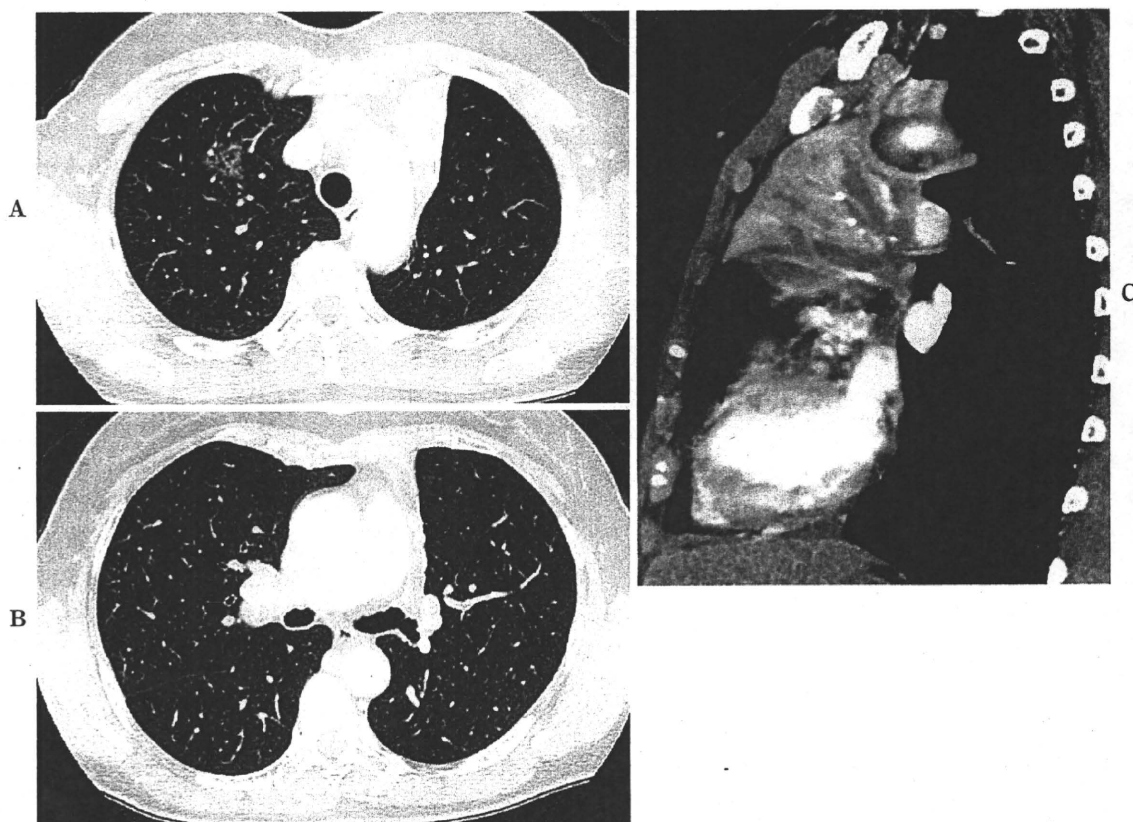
Chest computed tomography reveals obstruction of the left upper bronchus with atelectasis and ground-glass opacity in the right anterior segment, atresia of the left upper bronchus (A, B: horizontal views), and mucoid impaction in the dilated bronchi (C: sagittal view).
